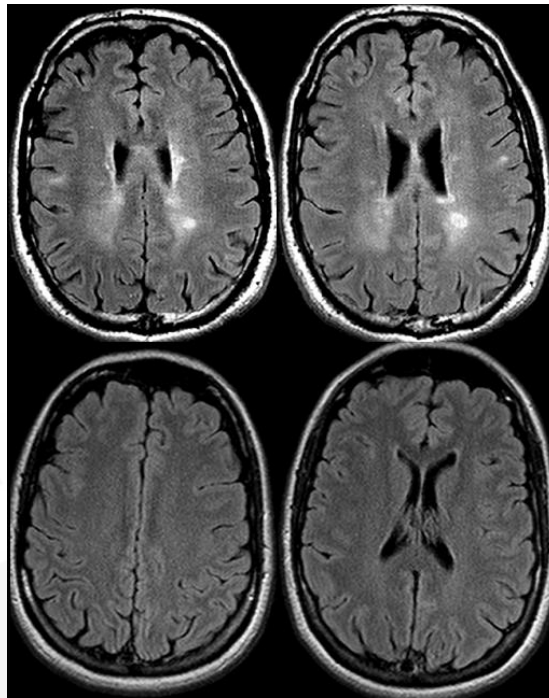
RM cerebral. Secuencias transversales *fast-FLAIR* obtenidas en un paciente con EM (fila superior) y en un sujeto sano (fila inferior). Obsérvese como además de las lesiones focales existe una discreta hiperseñal difusa de la sustancia blanca hemisférica en el paciente con EM (*dirty white matter*) en comparación con las imágenes obtenidas en el sujeto sano.
